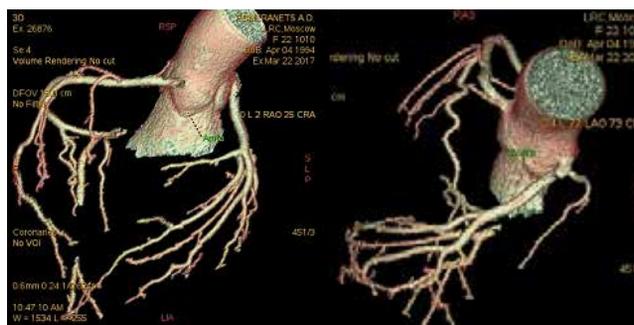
КТ сердца с трехмерной реконструкцией коронарных артерий пациентки П., 21 года.
